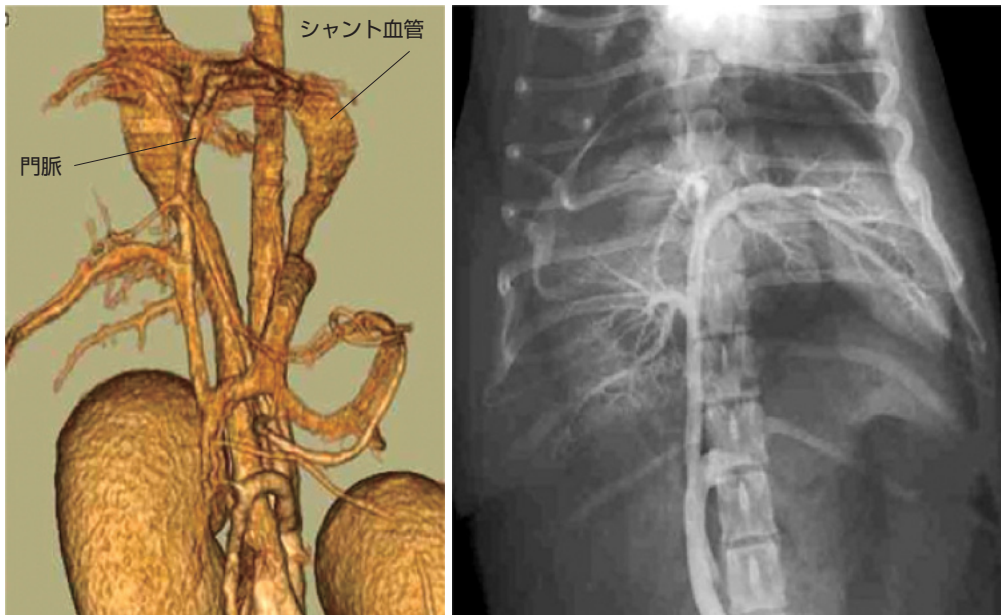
造影3D CT像。シャント血管は脾静脈から分岐し、肝臓の背側を通過して横隔膜を横行し、肝静脈に吻合している。
